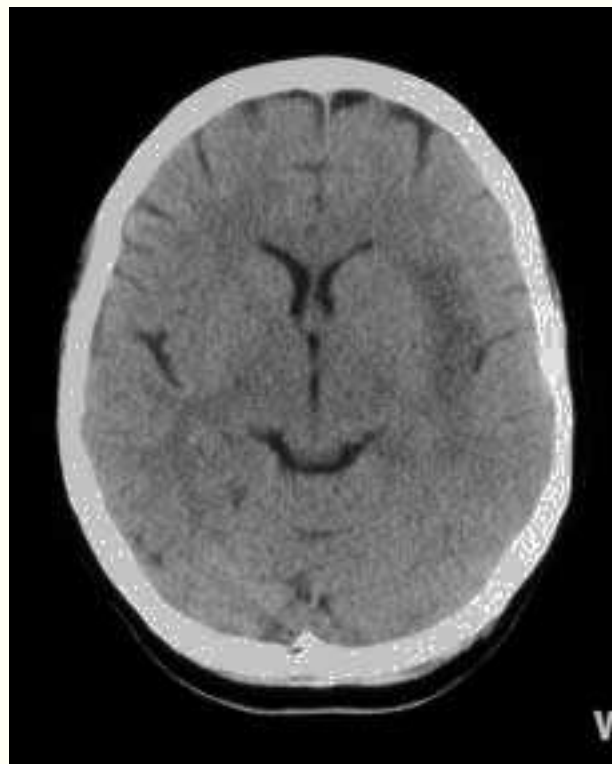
TAC cerebral sin contraste que muestra un área hipodensa en región temporal izquierda.
